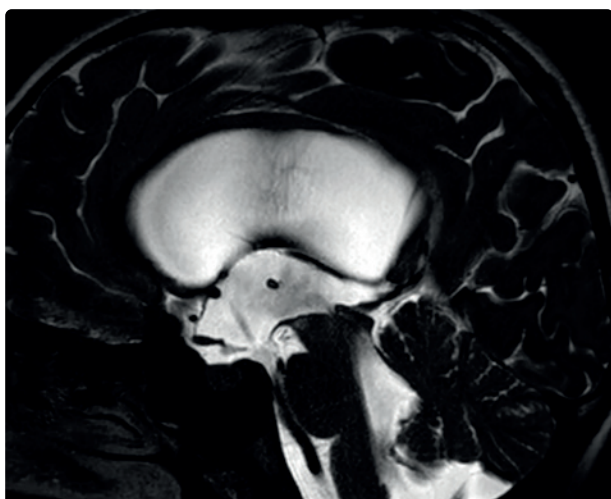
PC-MRI sekvence zaměřená na kvantifikaci průtokových parametrů likvoru.
